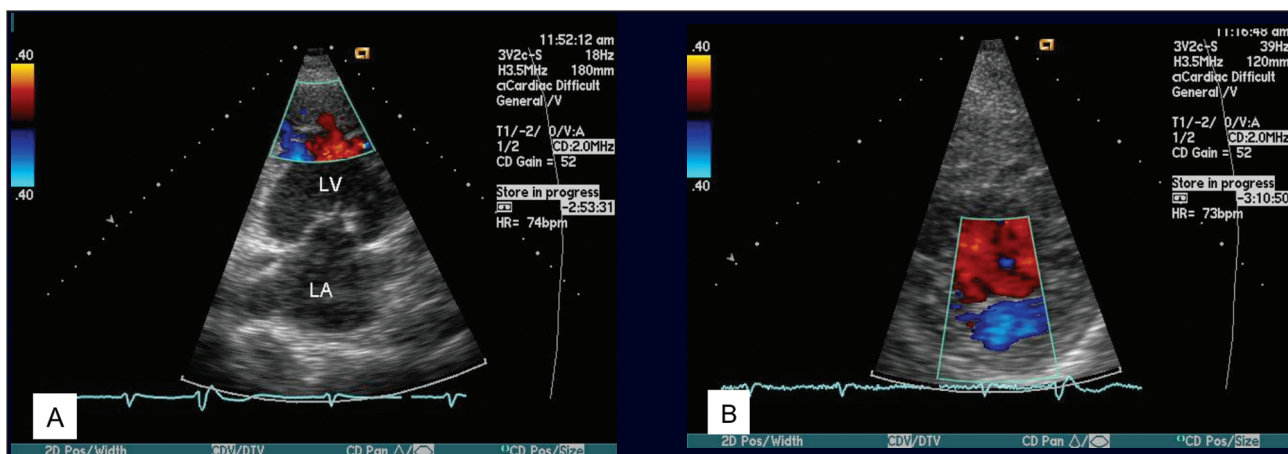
Ecocardiograma bidimensional em corte apical quatro câmaras (A) e eixo curto (B) com múltiplas trabéculas e recessos nas paredes apical e lateral do ventrículo esquerdo, típicas de miocárdio não-compactado isolado. Este paciente era previamente assintomático e apresentou parada cardiorrespiratória revertida; na evolução foi diagnosticado miocárdio não-compactado isolado.
